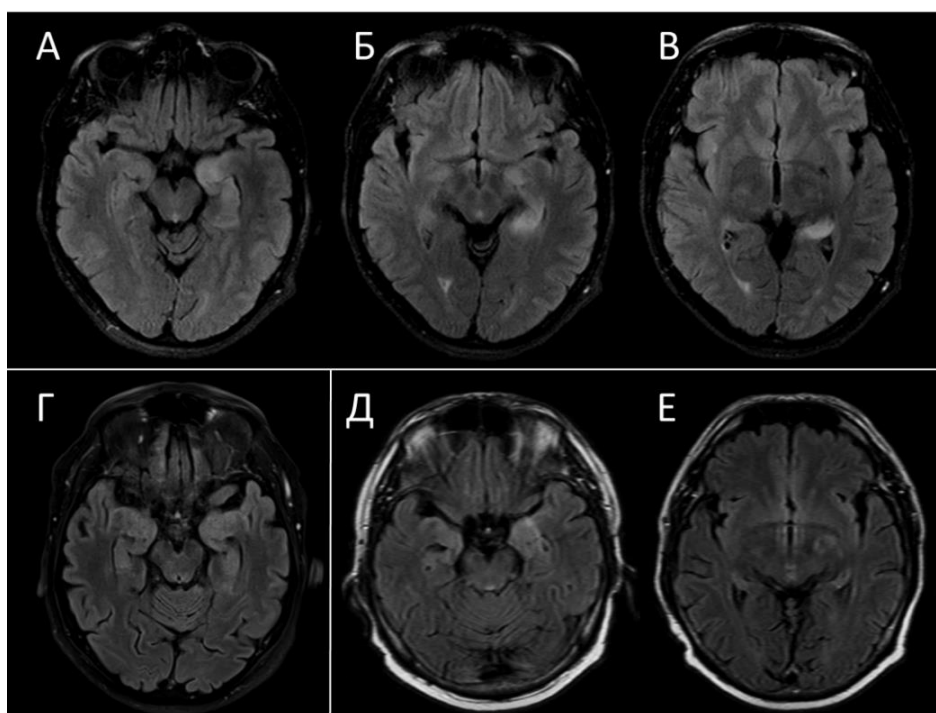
МРТ головного мозга пациентов с анти-LGI1 АЭ. T2-FLAIR, аксиальные срезы: А-В – пациентка *КЗМ*, Г – пациент *МАА*, Д, Е – пациент *ЧАА*. Визуализируются асимметричные гиперинтенсивные изменения от медиальных отделов височных долей с распространением на белое вещество.
